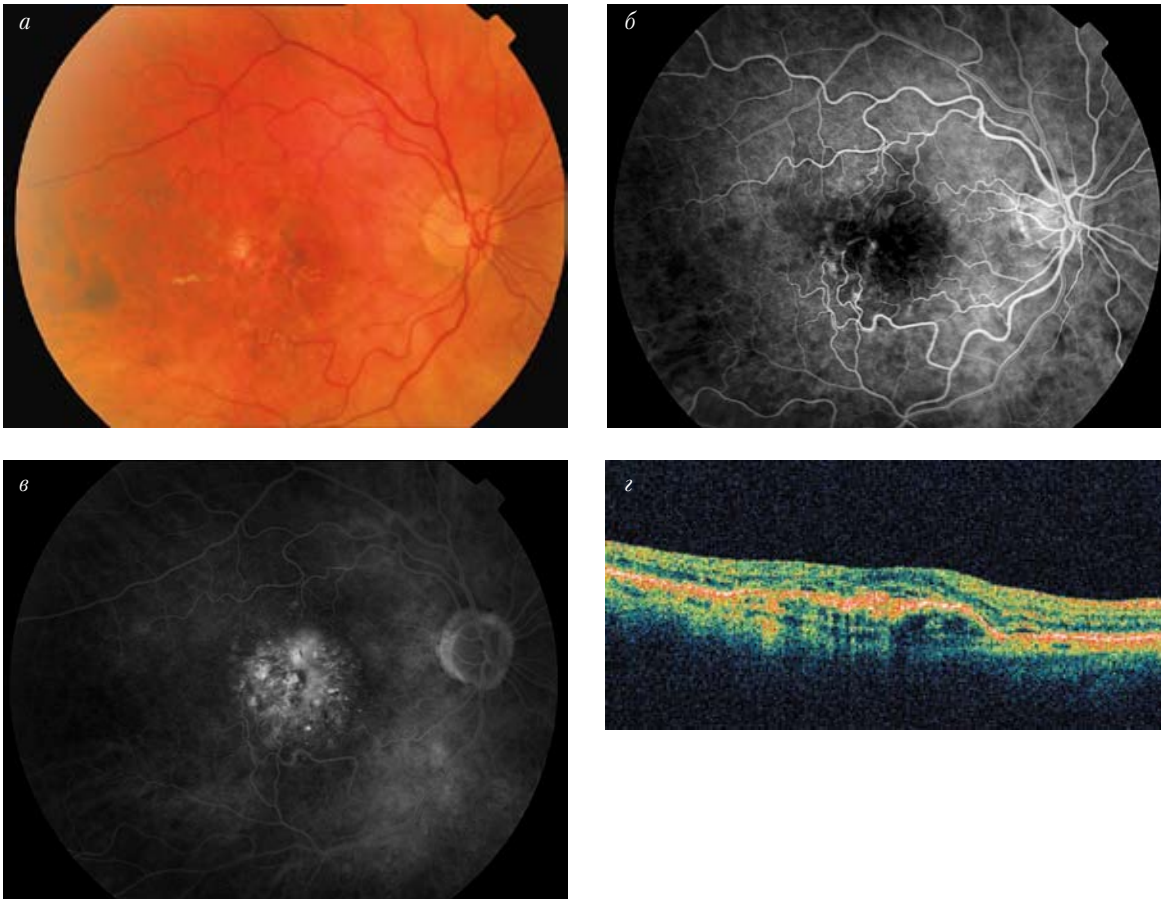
«Влажная» форма возрастной макулярной дегенерации. Скрытая хориоидальная неоваскуляризация: *a* – цветная фотография; *б, в* – ранняя и поздняя фазы флюоресцентной ангиографии; *г* – оптическая когерентная томография
